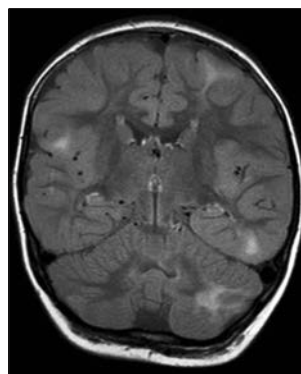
Multiplex tubers on FLAIR image*
